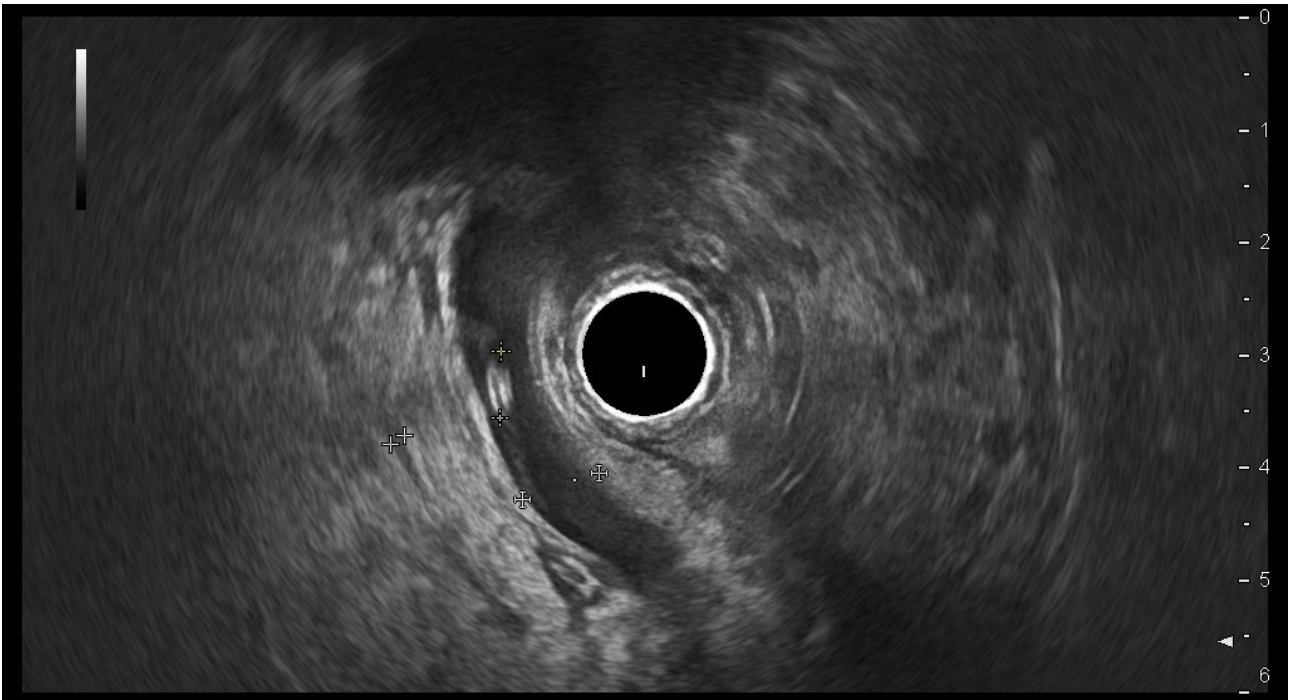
Endosonographische Darstellung eines Steins im Ductus choledochus (Aufgenommen im Klinikum Rechts der Isar, Endoskopie II. Med.)
